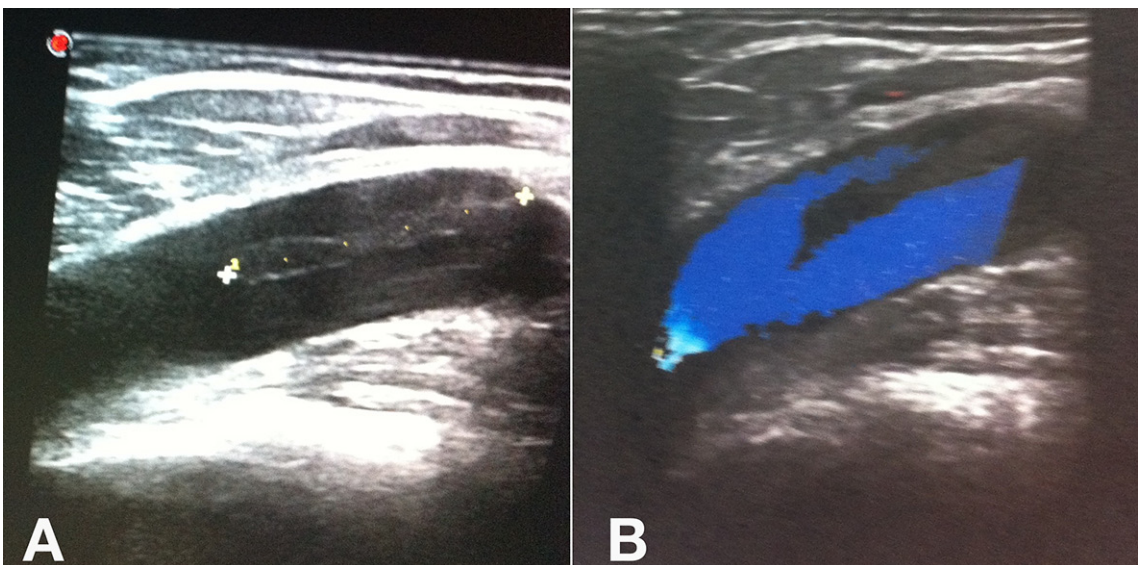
Endovenous heat-induced thrombosis with thrombus with a floating appearance and extension of less than 50% of the lumen of the common femoral vein. (A) Mode B ultrasound image; (B) Color mode ultrasound image.
